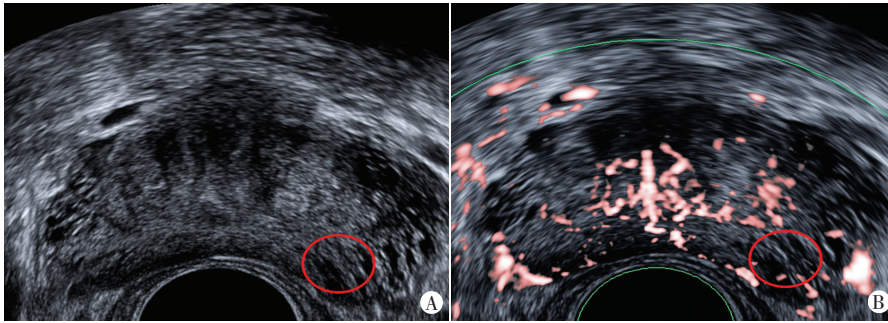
前列腺增生患者(78岁)常规超声图像(A)及SMI图像(B),常规超声显示左侧叶体外周带局限性回声减低,SMI 1级。tPSA 为 4.45 ng/ml, fPSA 为 1.02 ng/ml
